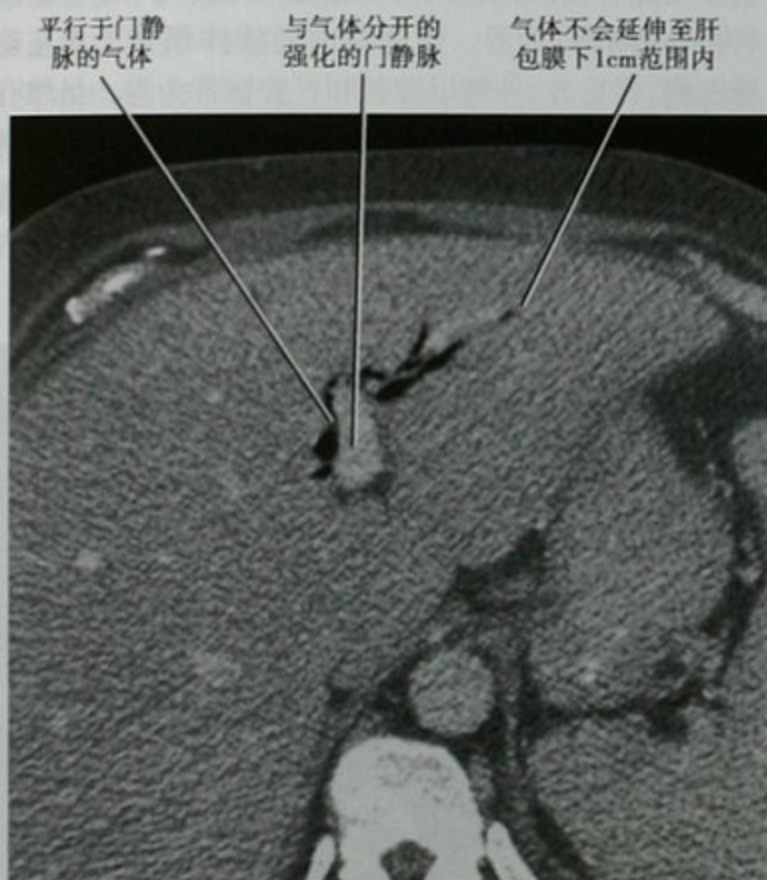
胆肠吻合患者的横断位增强 CT 显示胆道积气的典型表现
